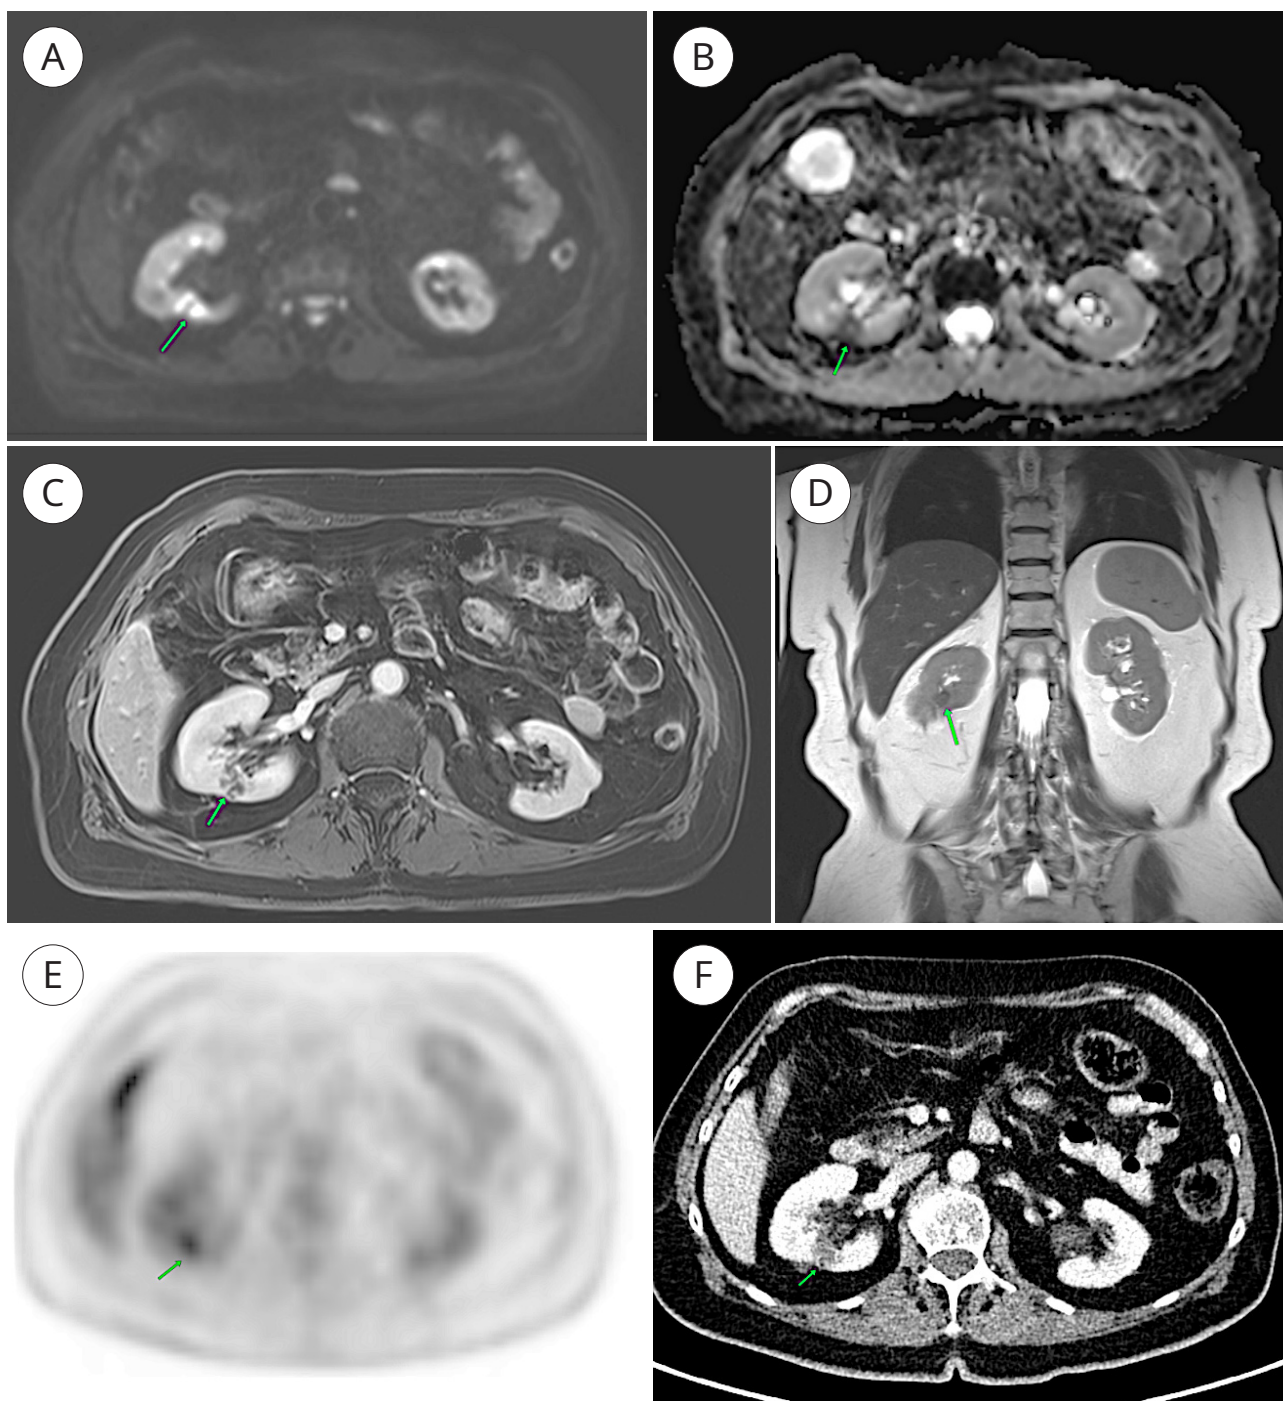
Исследования органов брюшной полости (опухоль обозначена зелёной стрелкой): А — МРТ, аксиальная реконструкция, DWI; В — МРТ, аксиальная реконструкция, ADC карта; С — МРТ, аксиальная постконтрастная T1; D — МРТ, коронарная реконструкция T2; E — ПЭТ-КТ аксиальная реконструкция; F — КТ венозная фаза аксиальная реконструкция
